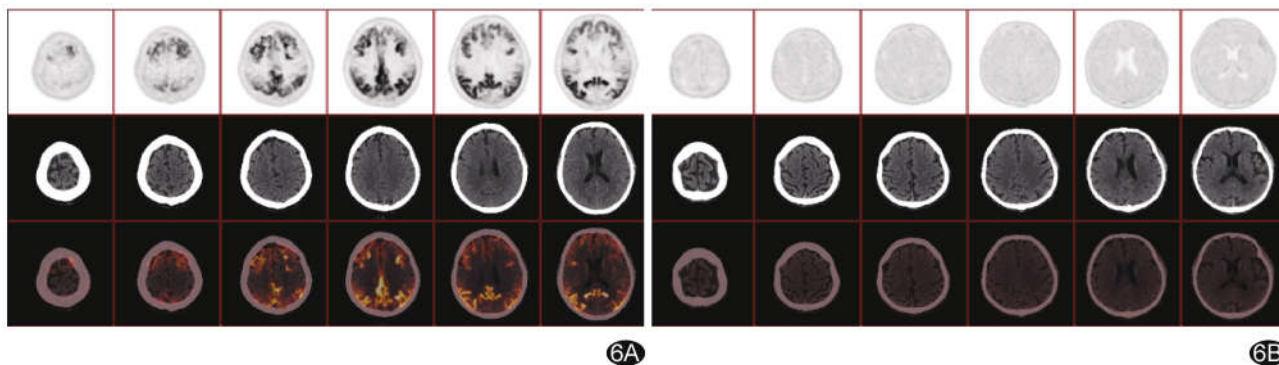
头部 ^{18}F -MK-6240 PET/CT 图 A. AD 患者,女,51 岁; B. 非 AD 认知障碍患者,男,64 岁
